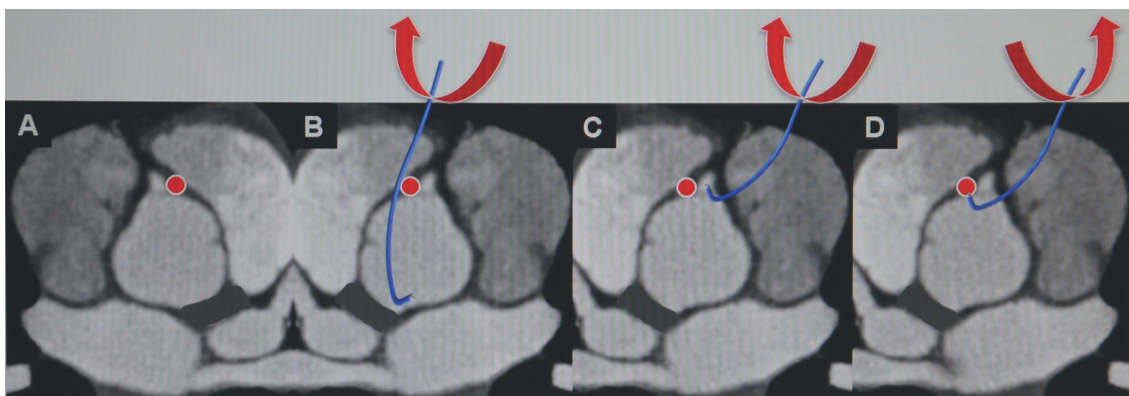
Technique de cathétérisme d'un tronc commun ou d'une artère interventriculaire antérieure (point rouge) connectée dans l'artère coronaire droite proximale. Image tomographique (panel A). Image tomographique inversée (vue par le coronarographe) avec mouvement habituel de sonde JR (rotation horaire) pour cathétériser l'artère coronaire droite (panels B et C). Retrait de l'ostium droit avec une rotation antihoraire pour cathétériser l'artère ectopique (panel D).
